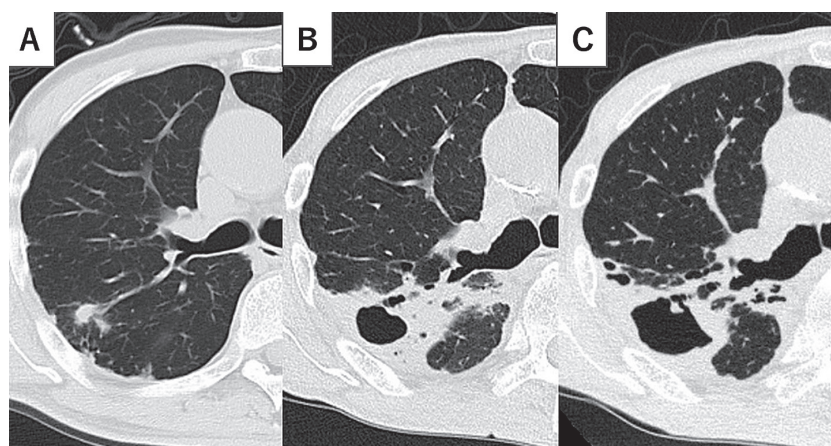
Thoracic computed tomography. (A) At 76 years of age: shows nodular consolidation in the S² field and wedge-shaped consolidation in the S² parenchyma. (B) At 83 years of age, before treatment: shows cavities, nodules, thickening of bronchial walls, and consolidation in the right S² field. (C) Eleven months after commencement of treatment (age, 84 years): shows a large cavity with reduced consolidation.
